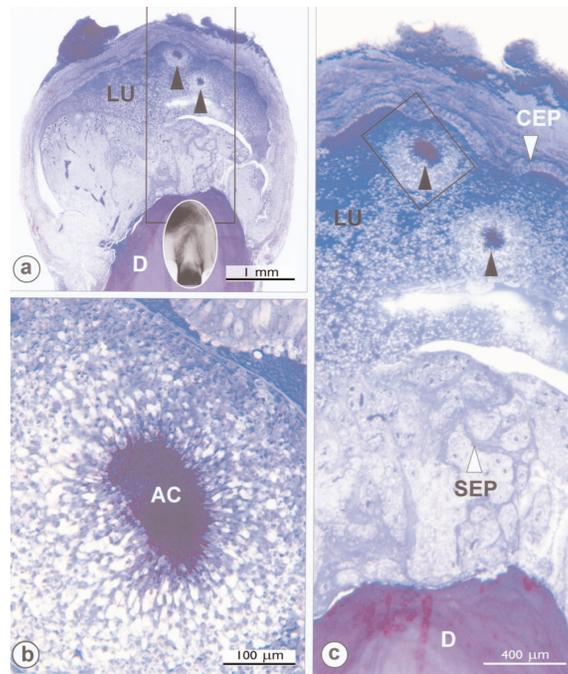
Se observa un quiste periapical infectado con *Actinomyces* de un primer premolar superior (a). El quiste está rodeado de epitelio cilíndrico ciliado (CEP) y epitelio escamoso estratificado (SEP). En (b) se observa la forma de “rayo de hongo” que es característica de la colonia actinomicótica (AC). El bloque (a) se encuentra ampliado en (c).<sup>37</sup>
